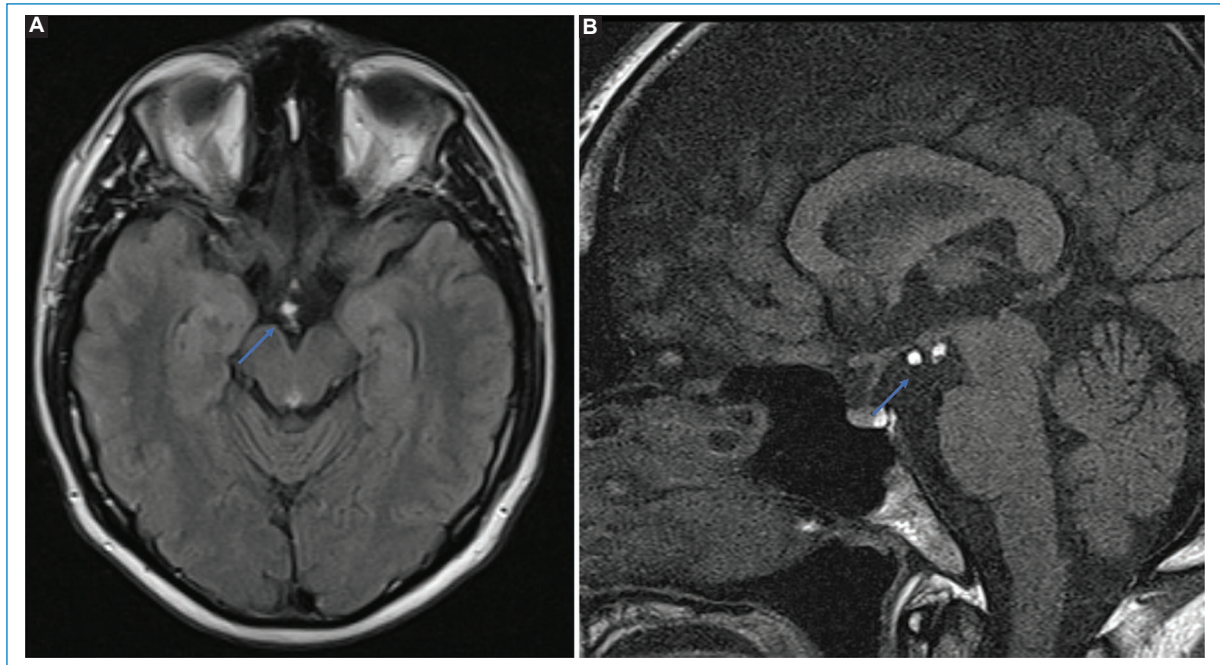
Paciente de sexo masculino de 30 años. Hallazgo incidental (flechas). A: dos pequeños nódulos hiperintensos en el espacio subaracnoideo de la cisterna interpeduncular en secuencia FLAIR. B: corte sagital potenciado en T1 centrado en la silla turca, donde se aprecian ambos nódulos, también hiperintensos. El diagnóstico diferencial incluye dos pequeños quistes dermoides o lipomas.
